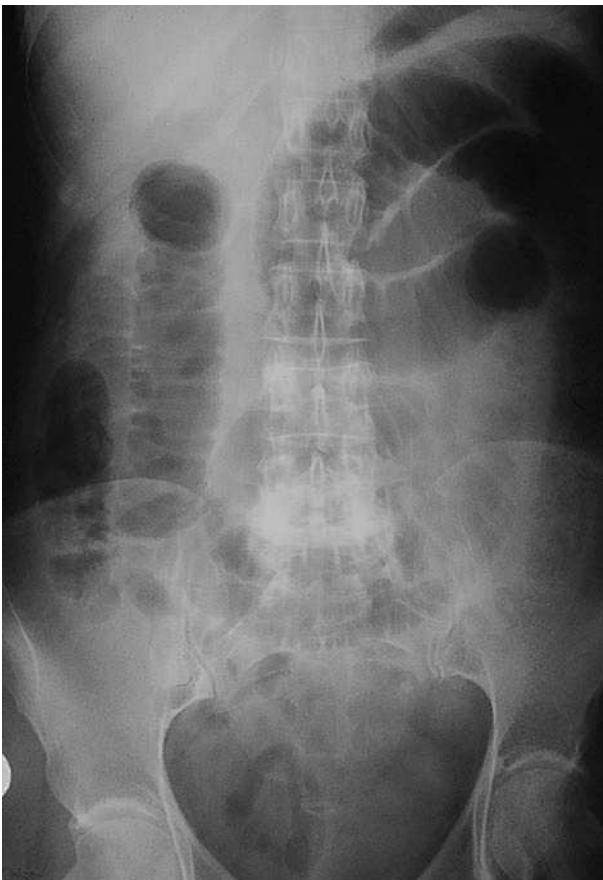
Radiografía simple de abdomen anteroposterior.
